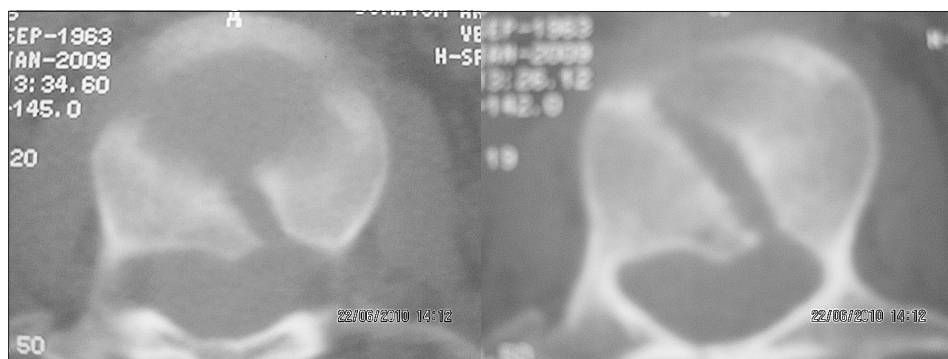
TC ms di L1 con ricostruzione sagittale: Alterazione morfostrutturale del soma di L1 per infossamento della limitante somatica superiore e deformazione a cuneo anteriore in particolare a carico della sezione destra del corpo vertebrale. Interruzione parcellare del muro posteriore a sede mediana e paramediana sinistra. Non apprezzabili frammenti intracanalari. Il reperto è compatibile con una progressa frattura vertebrale da schiacciamento.
